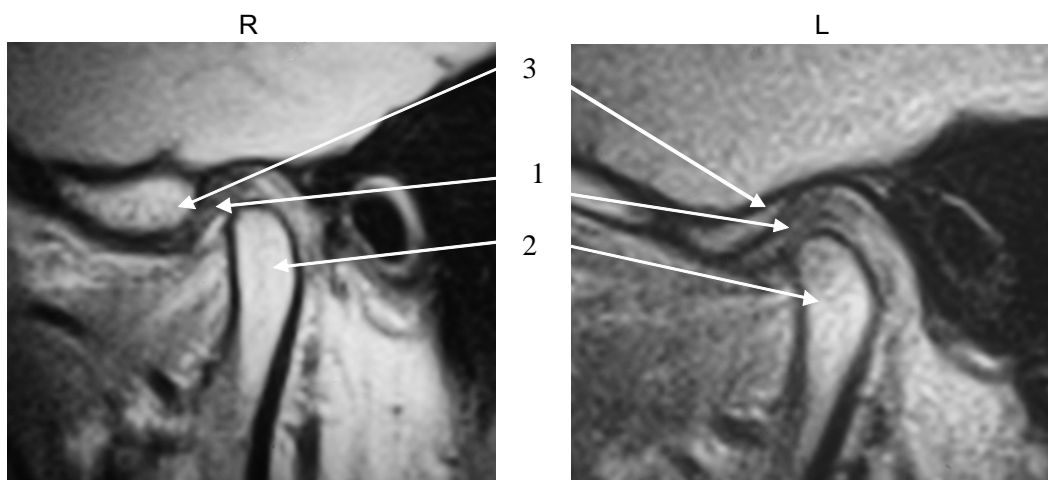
Хвора Ф. Контрольна МРТ у косій сагітальній проекції в лікувальному положенні нижньої щелепи: 1 – суглобовий диск; 2 – голівка нижньої щелепи; 3 – суглобовий горбик
